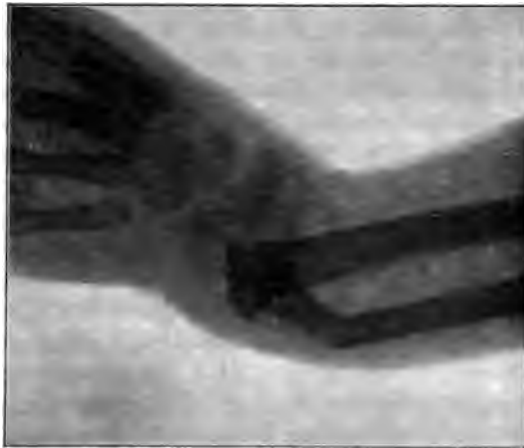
Röntgenphotographie einer Epiphysentrennung am unteren Ende des rechten Radius und der rechten Ulna mit Infraktion der letzteren und Luxation der Hand mit den unteren Bruchstücken nach der radialen Seite bei einem 7 jähr. Knaben, entstanden durch Fall vom Baume (nach JACOBS [Trier]).
